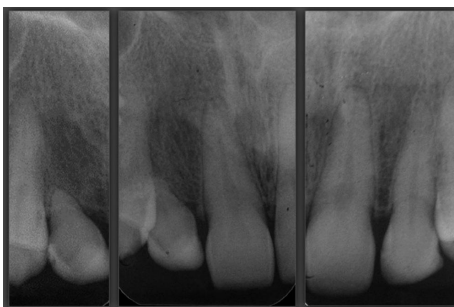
La radiografía periapical muestra reabsorción radicular en el diente #52.
